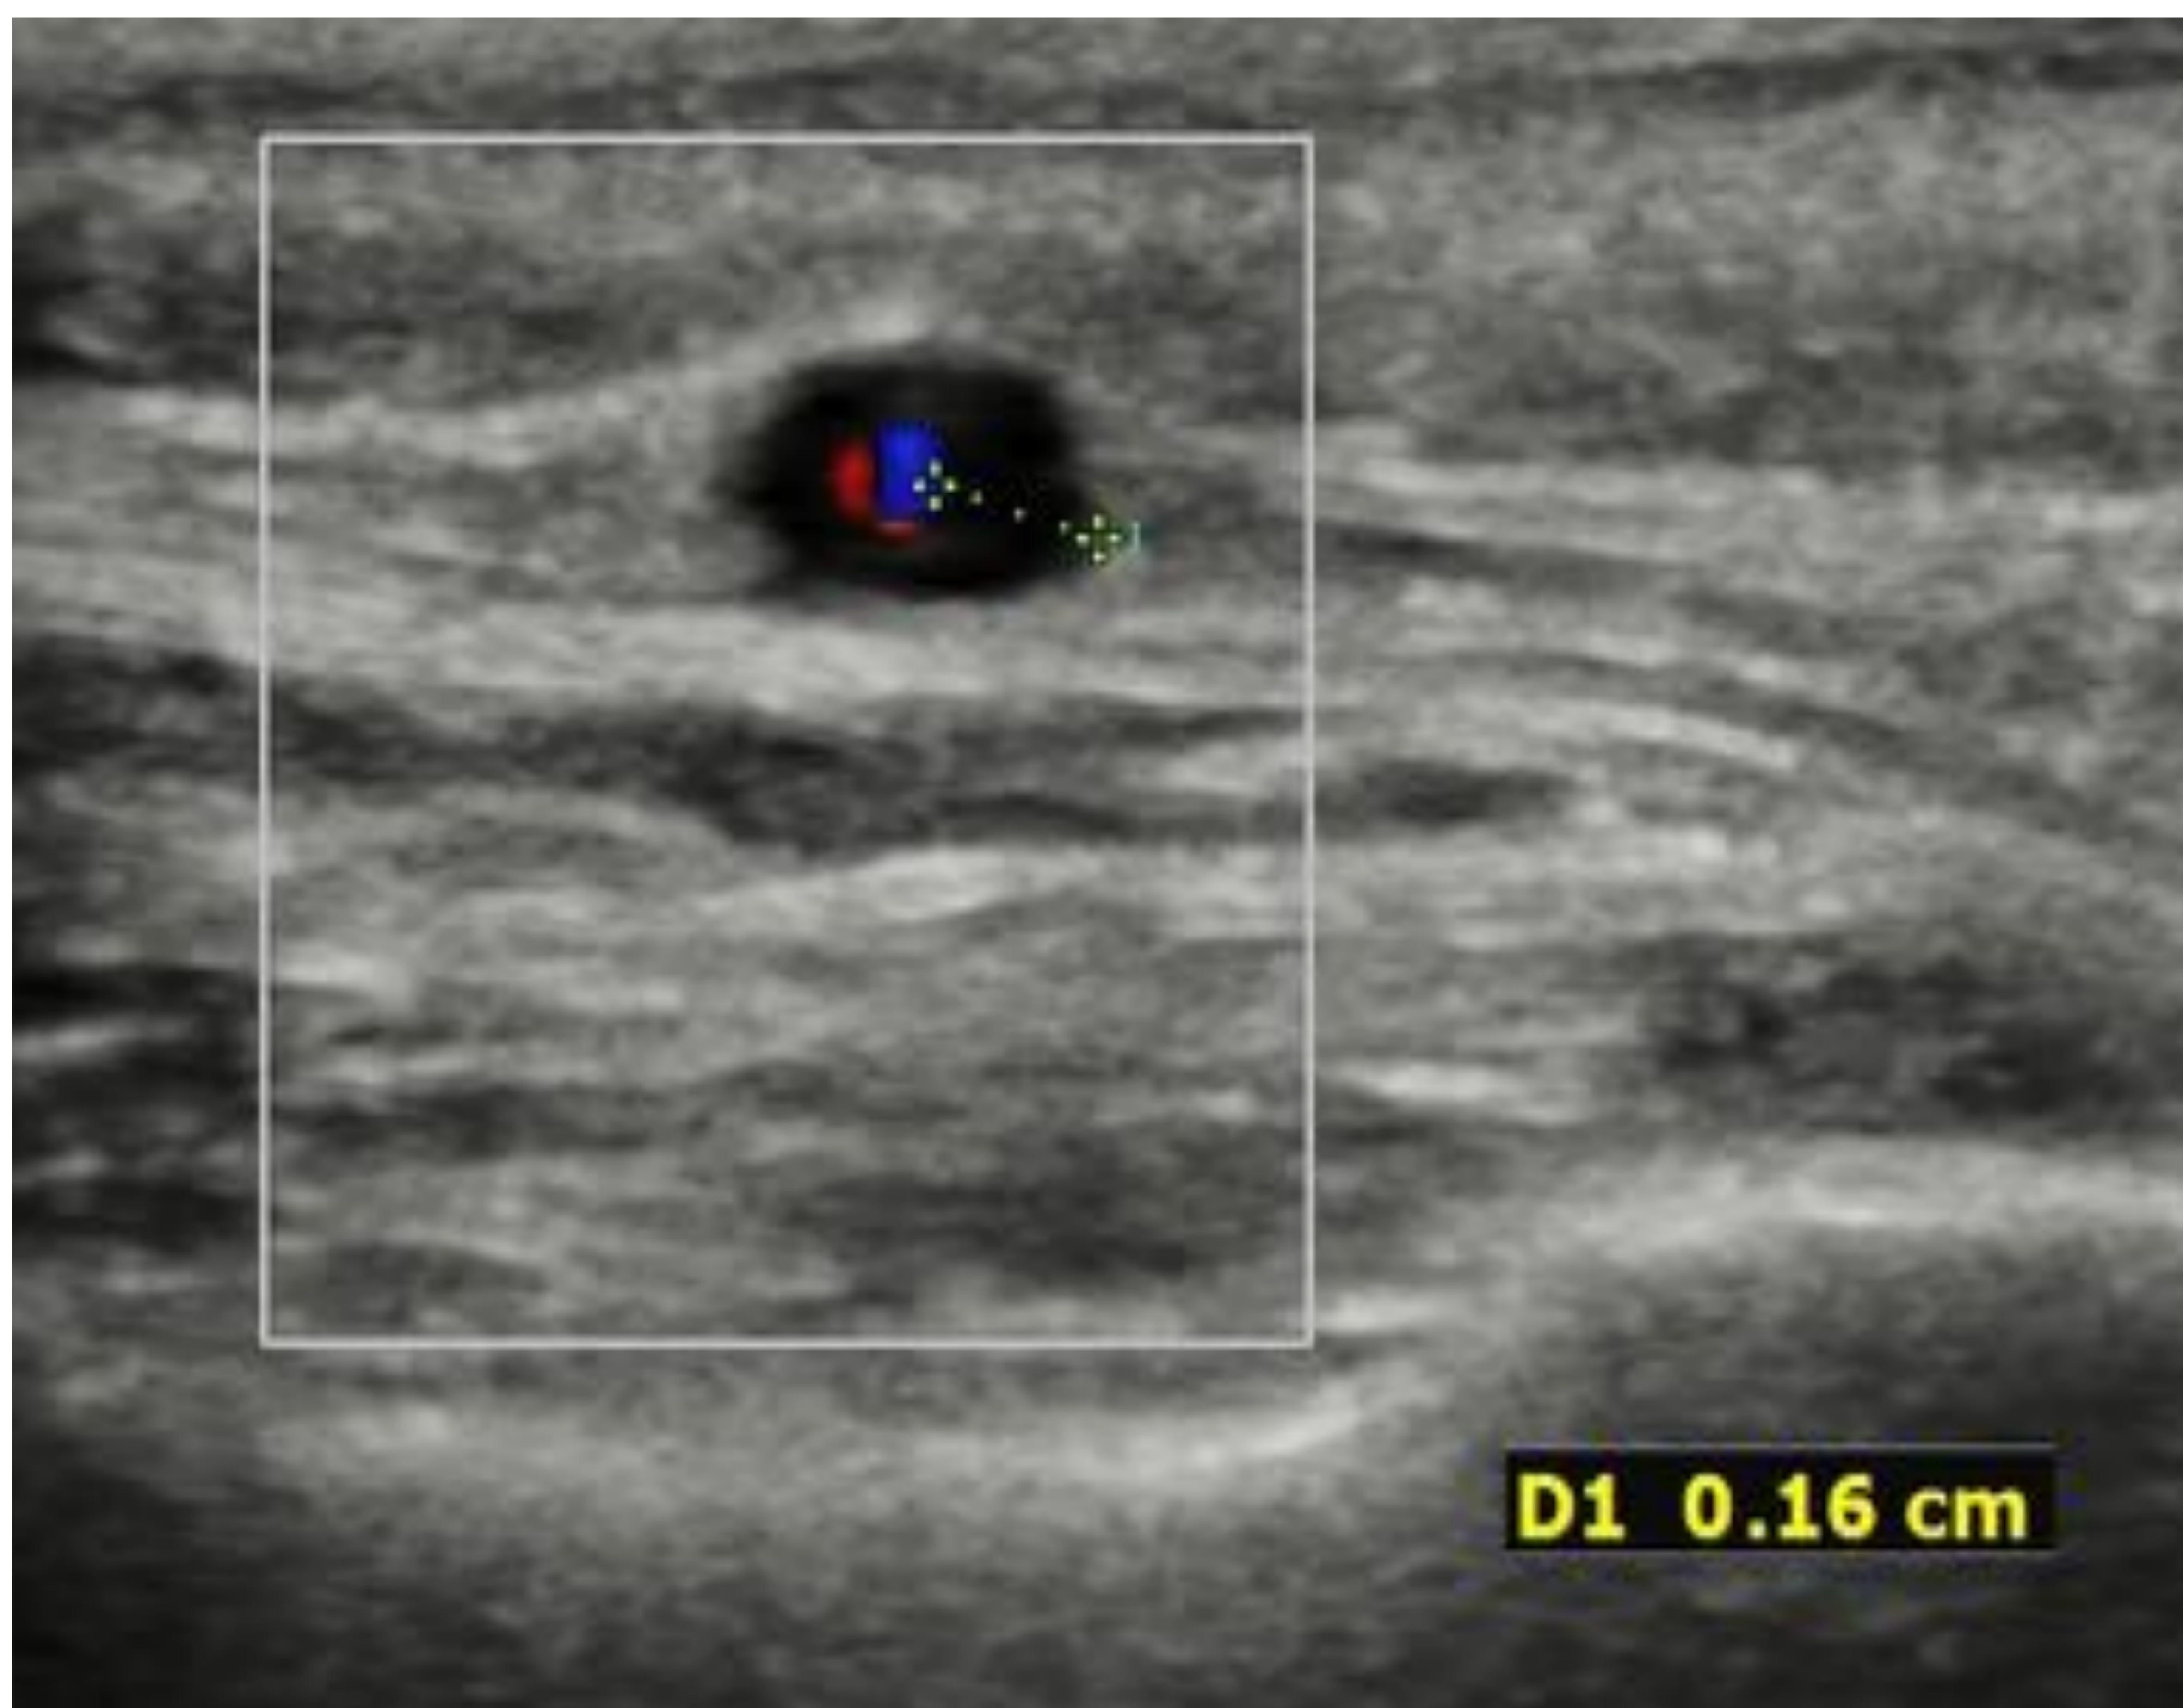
Corte longitudinal de arteria temporal en estudio Doppler, donde se objetiva un marcado "signo del halo".
